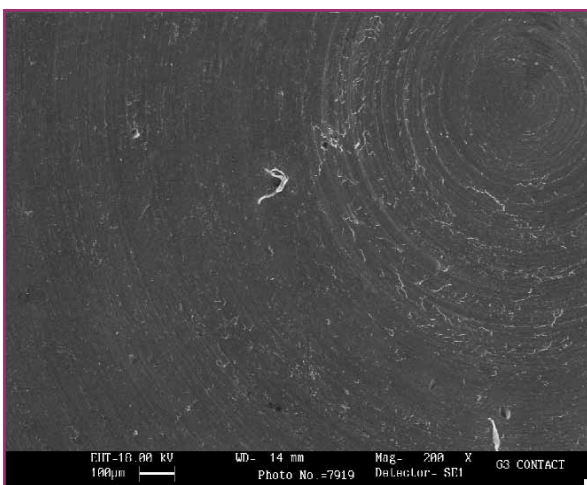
G3CT. Er:YAG, 200mJ 10 Hz a contatto senza acqua, SEM 200x.
